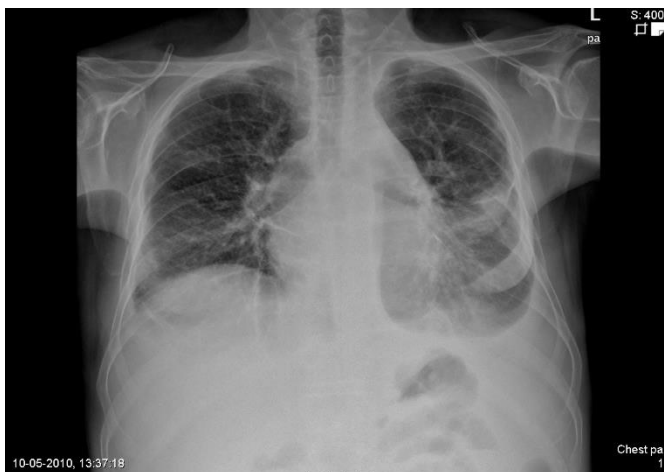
Radiografia torácica pósterio-anterior – Calcificação pericárdica e derrame pleural bilateral, com maior evidência à esquerda.
